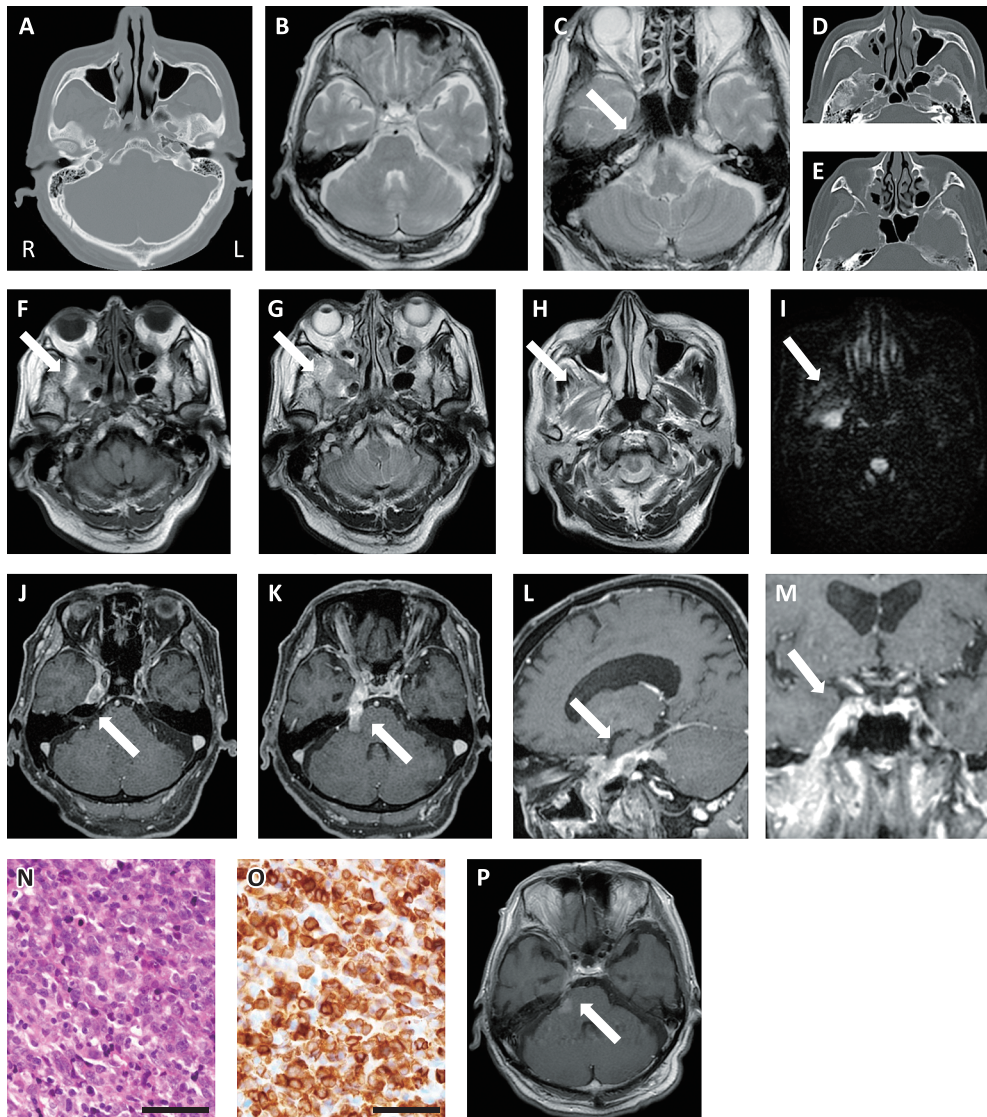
CT and MR images and pathological findings.
